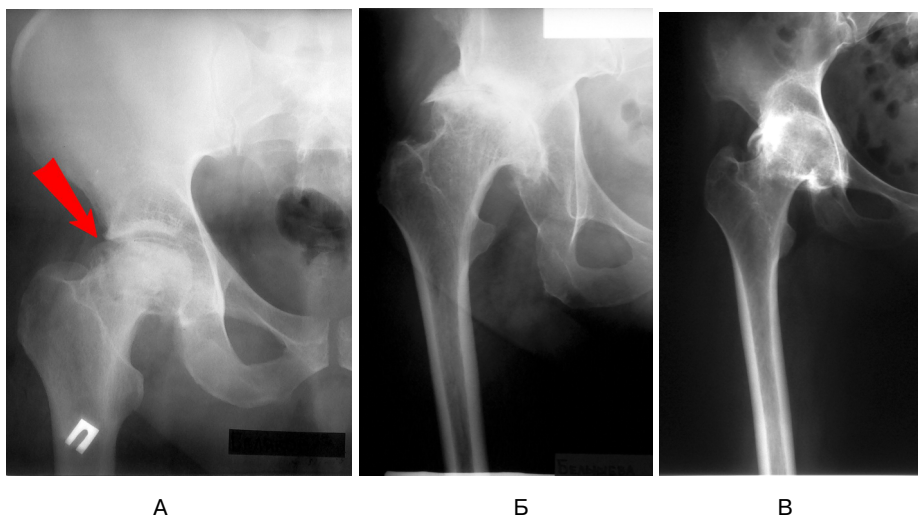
На рентгенограммах представлены разные виды повреждения тазобедренного сустава:
